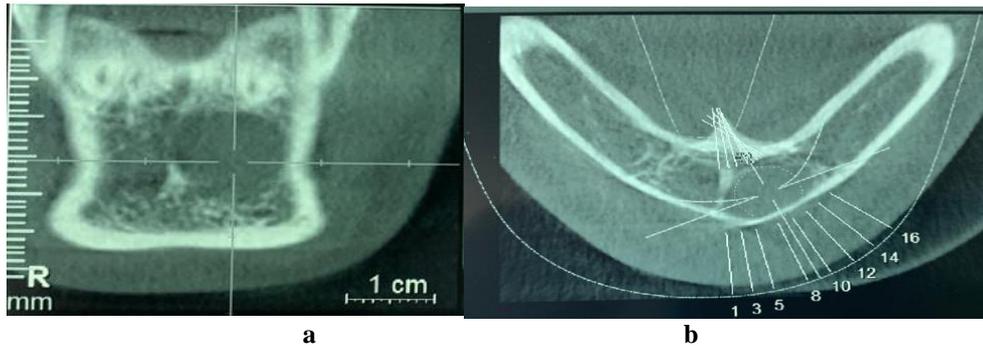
TDM mandibulaire préopératoire : coupe sagittale (a) et coupe axiale (b), montrant une image lacunaire symphysaire, aux limites bien définies.
